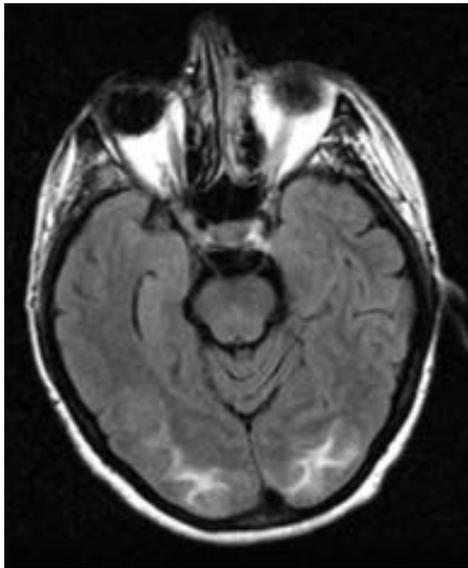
Imagen por resonancia magnética axial FLAIR en la que se aprecia aumento bilateral de la señal (blanco) de la materia blanca occipital subcortical y la corteza occipital. Estos indicios son típicos de la encefalopatía por hipertensión y pueden representar un edema vasogénico reversible.
